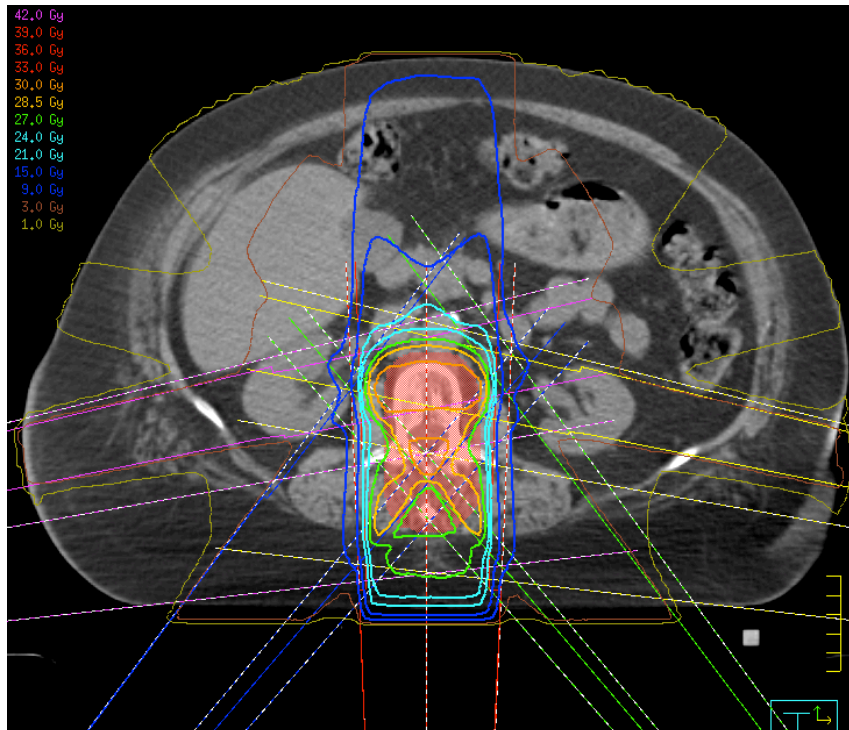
1F4S18-Technik im transversalen CT-Schnittbild.
